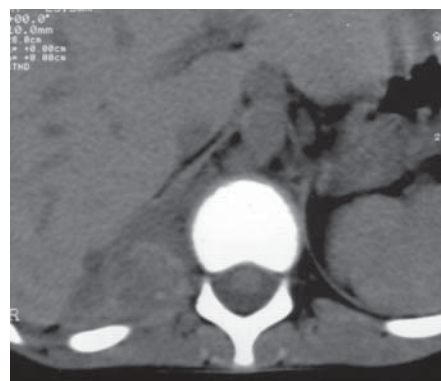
Neuroblastom. Secțiune axială CT. Masă densă localizată în șanțul costovrtebral drept cu infiltrarea pilierului diafragmatic adiacent
